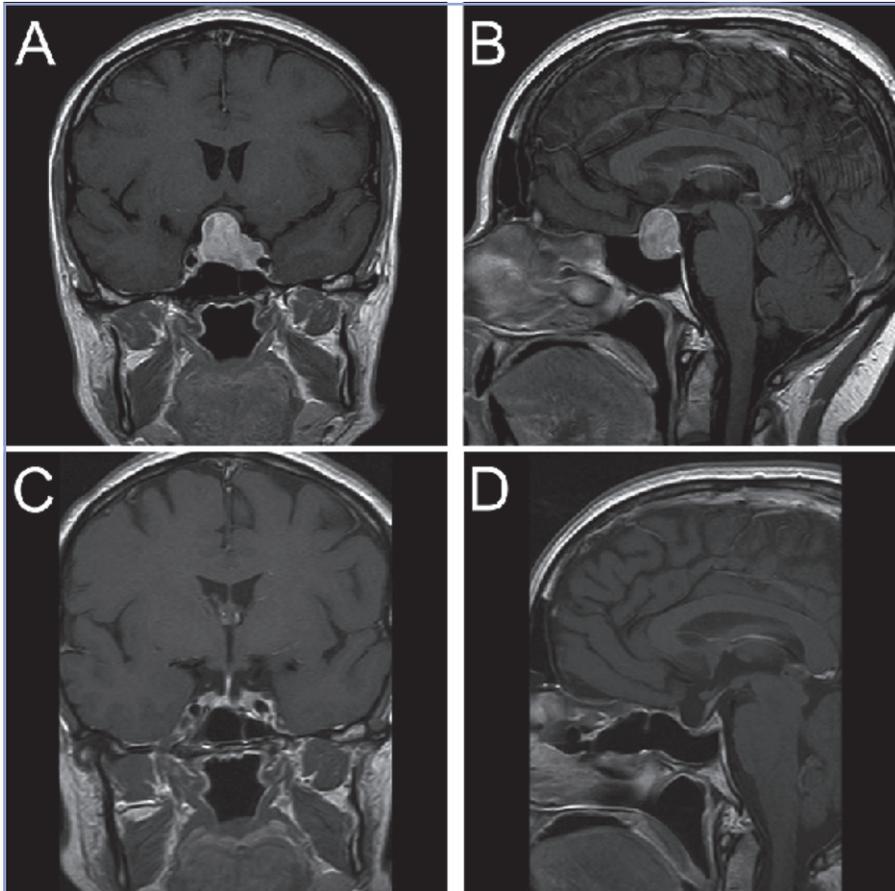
Imágenes coronal (A) y sagital (B) en T1 con gadolinio de la RM selar al momento del diagnóstico; se evidencia el macroadenoma hipofisario que contacta el quiasma e invade el seno cavernoso izquierdo, circundando la mitad de la carótida sin estenosisarla. A los tres meses post cirugía, se observa sólo un remanente tumoral en seno cavernoso izquierdo (C) y escaso remanente selar (D).
